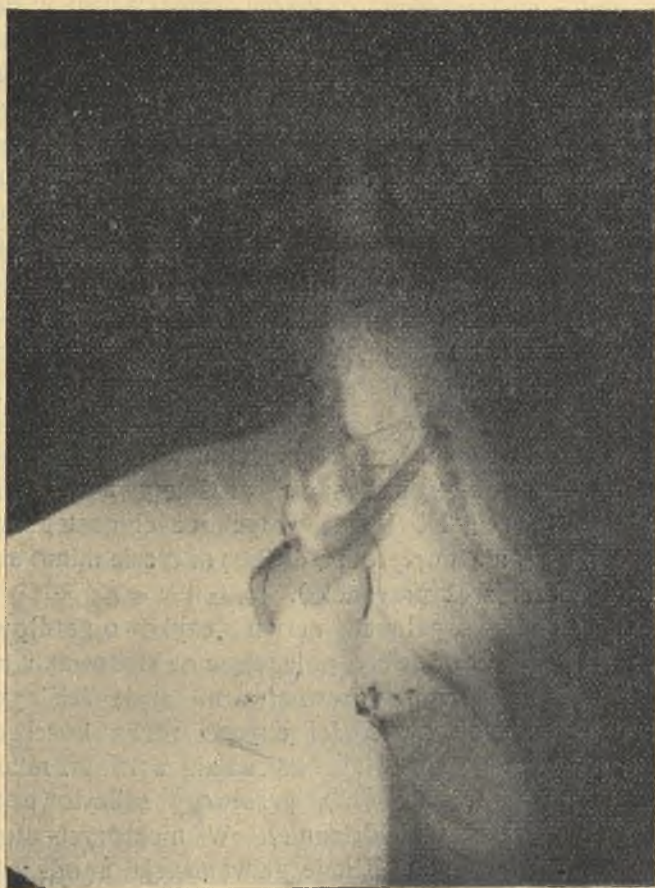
Mężczyzna l. 46 Z. K. roentgenogram boczny krtani i. części lipjodolu w świetle krtani.
